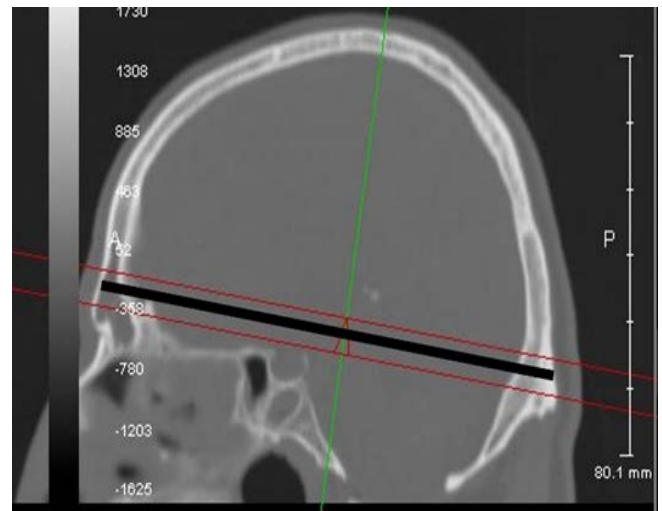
Measurement of skull length on sagittal CT image.
